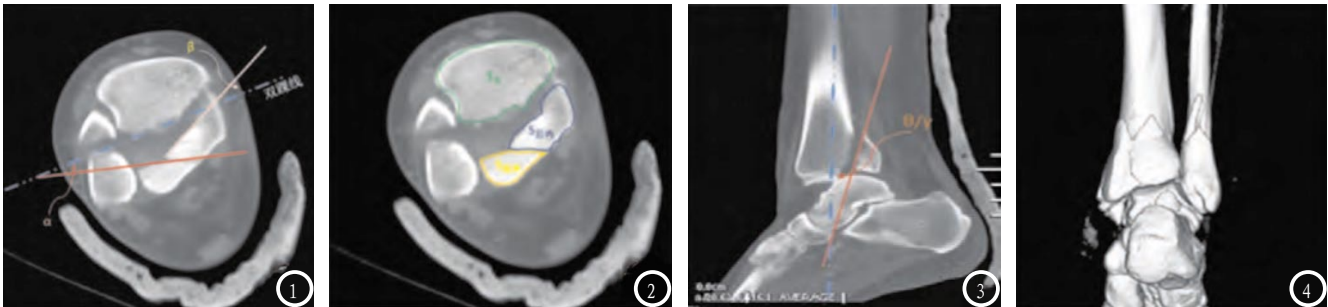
4为后pilon骨折CT形态学图像，图1为横断面成角，图2为FAR，图3为矢状面成角，图4为CT重建图像，表现出距骨往后半脱位现象。
